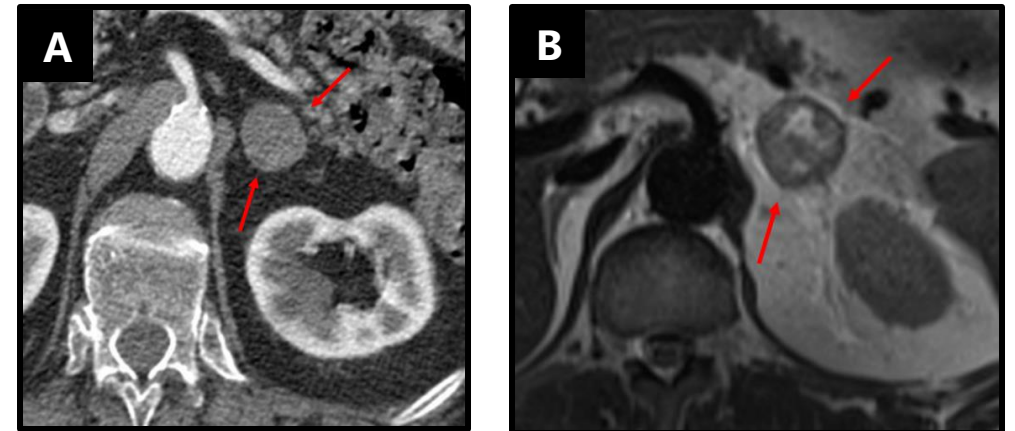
Metástasis suprarrenales izquierdas. A. TC fase arterial: lesión suprarrenal discretamente heterogénea. B. RM T2: lesión suprarrenal heterogénea con áreas quísticas/necróticas en su interior.
